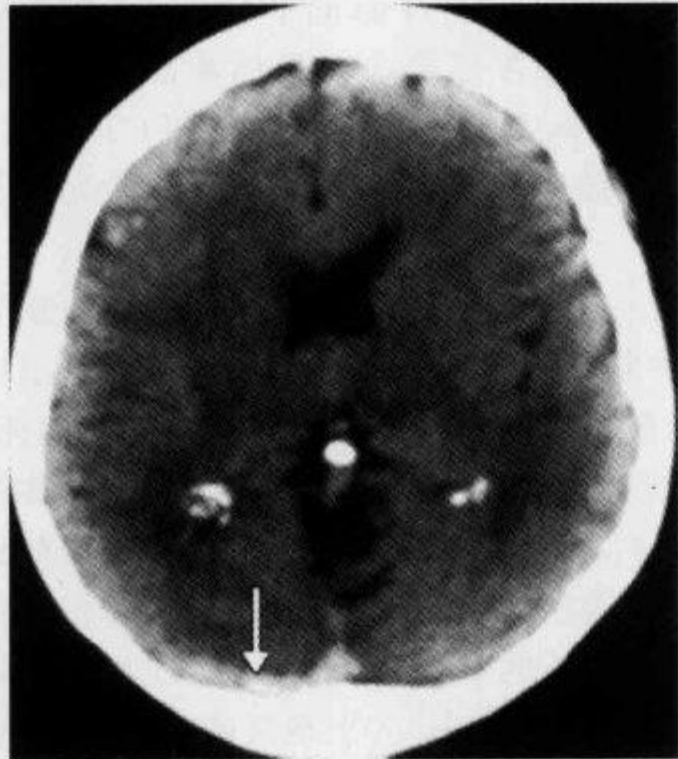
颅脑横断面 CT 平扫示“带征”(一)
